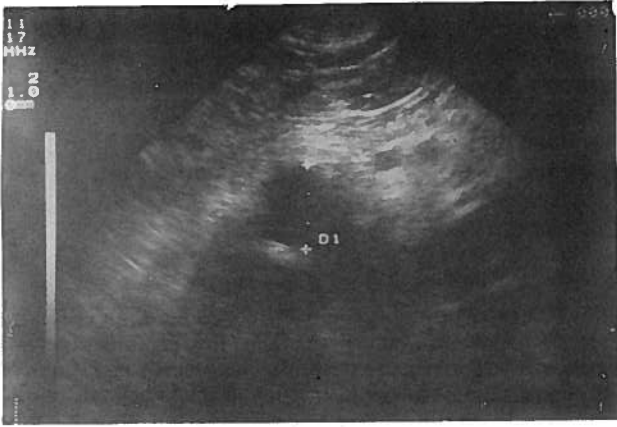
Ecografia abdominal-corte transversal da região epigástrica: massa sólida justa-pancreática.
